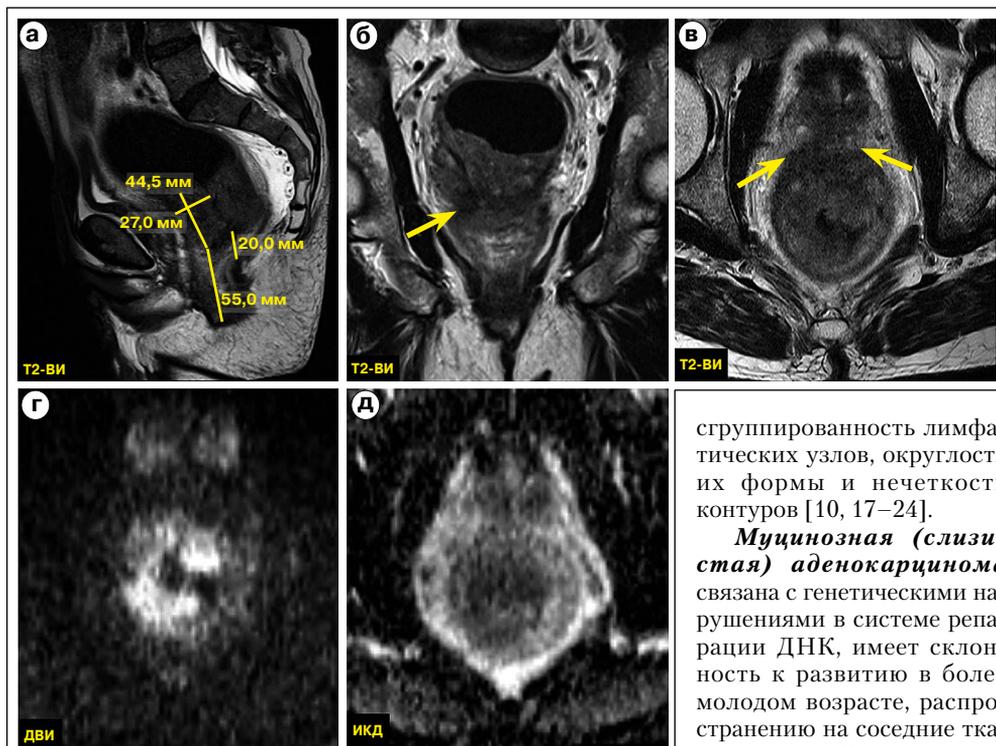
а–д. МР-томограммы малого таза пациента Б., 59 лет: а) sag T2-ВИ, б) cor T2-ВИ, в) ax T2-ВИ, г) ДВИ, д) ИКД. Определяется опухоль прямой кишки в виде циркулярного утолщения стенки до 27,0 мм в среднеампулярном отделе с выраженным сужением просвета. Опухоль солидной структуры, с проявлениями рестрикции. Ее дистальный край расположен на расстоянии 55,0 мм от анального края, выше уровня верхнего края *m. puborectalis* на 20,0 мм. В краниокаудальном направлении опухоль имеет протяженность 44,5 мм. Ее проксимальный край находится выше уровня тазовой брюшины. Опухоль распространяется в мезоректальную клетчатку на 10–12 ч/у/ц на 11,0 мм с вовлечением тазовой брюшины, фасции Денонвилье, с прорастанием в предстательную железу (стрелки, рис. 1 б, в). МР-стадия Т4б.
